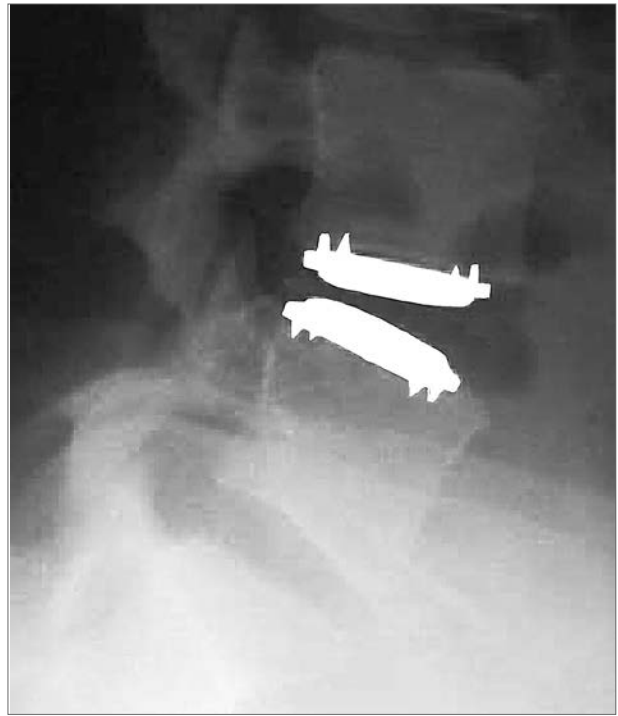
Бічна рентгенографія після протезування диска L₄—L₅
